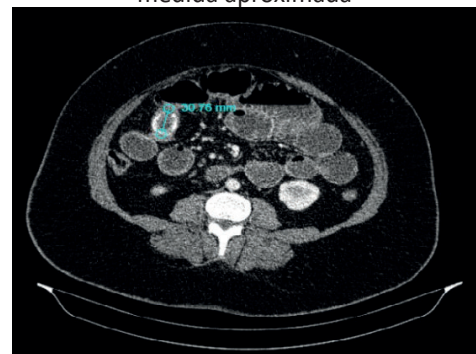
Tomografia Computadorizada de abdome com contraste evidenciando cálculos impactados em íleo e sua medida aproximada
